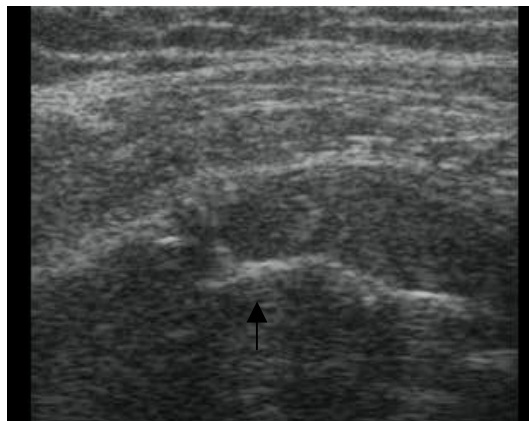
Ultrasonido que muestra irregularidad a nivel de la tuberosidad mayor (flecha negra)
